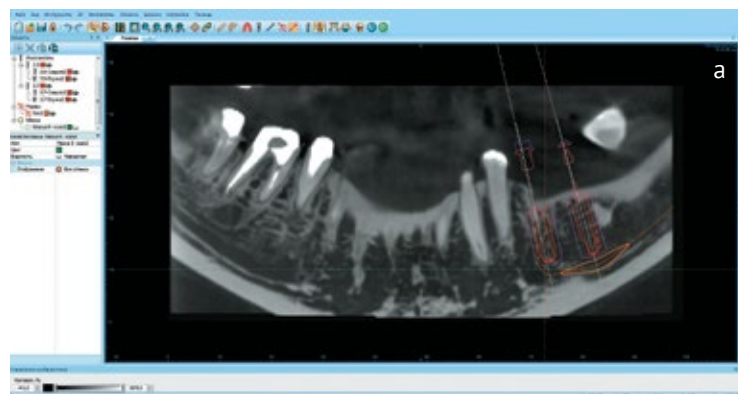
Фрагменты КТ пациентки Д., 58 лет. а – общий вид КТ, б, в, г – планирование установки имплантата в области отсутствующих зубов 3.5 и 3.6, д – виртуально выбрано положение имплантатов
